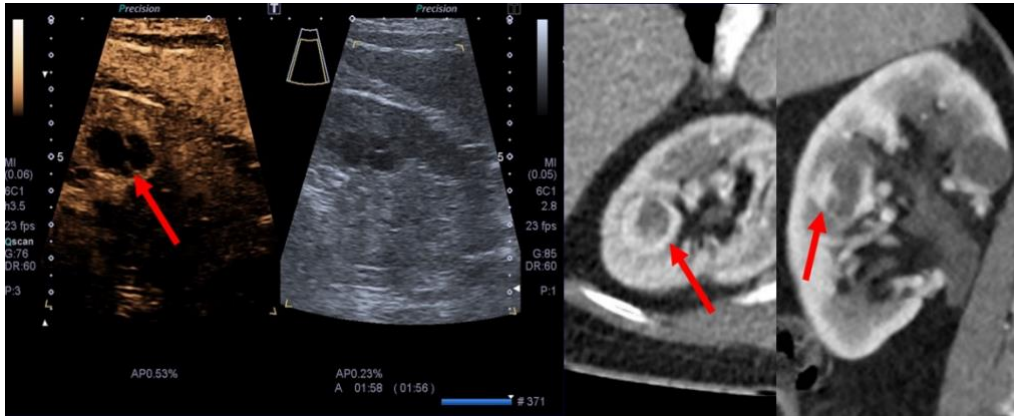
CEUS Untersuchung mit guter Darstellung von feinen, intraluminale Septierungen (links, Pfeilmarkierung) sowohl in der Kontrastaufnahme als auch im B-Bild. Hingegen zeigen sich die Septen in arteriellen Kontrastmittelaufnahme der CT nur schwer abgrenzbar. Hier ist eine deutliche, randständige Kontrastmittelaufnahme zu erkennen.
